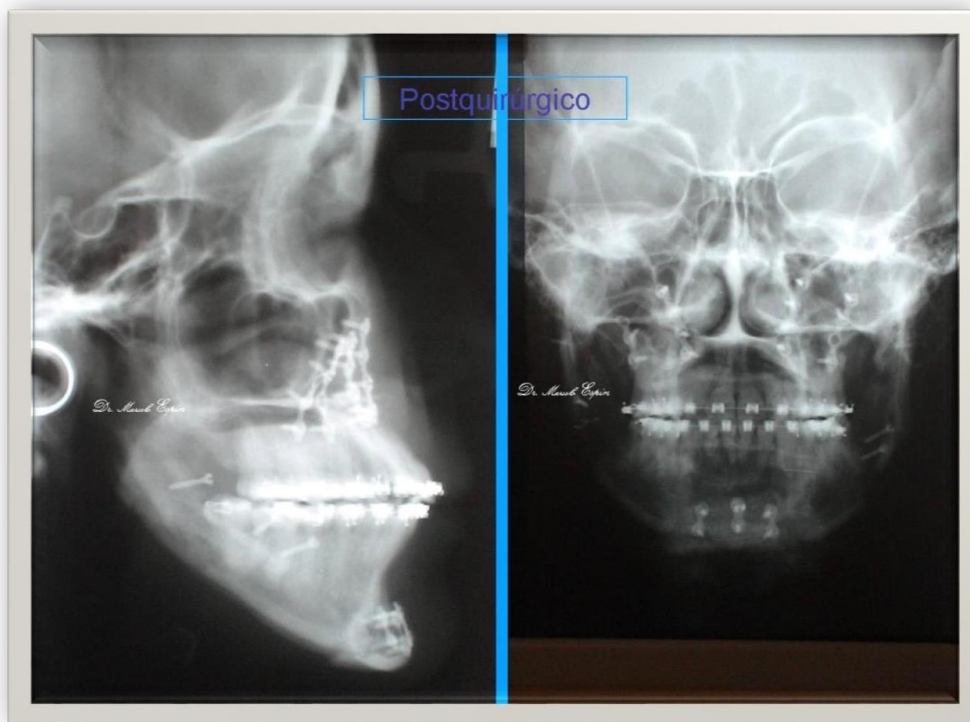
Radiografías post quirúrgicas
